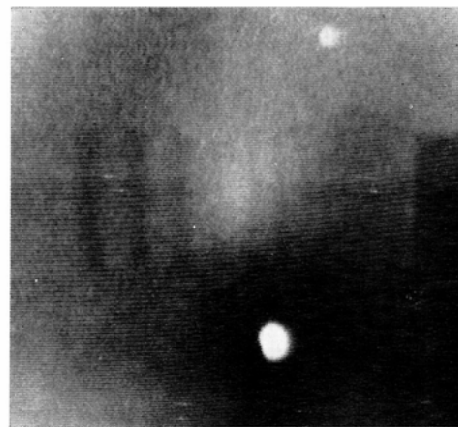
(B) X-ray television image of the air cavity model.
